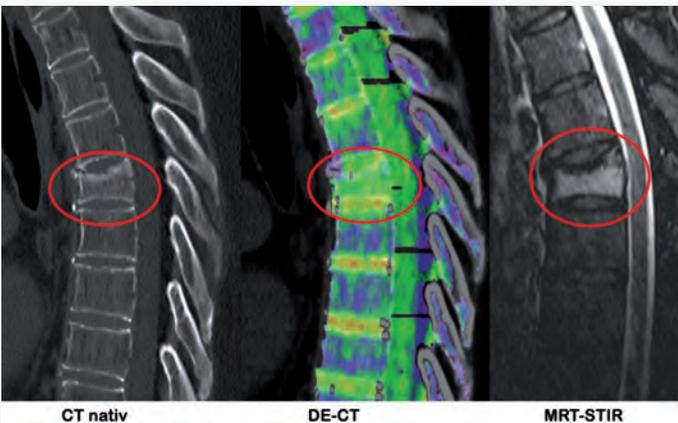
Fraktur von BWK 6: Ödem im DE-CT und MRT
